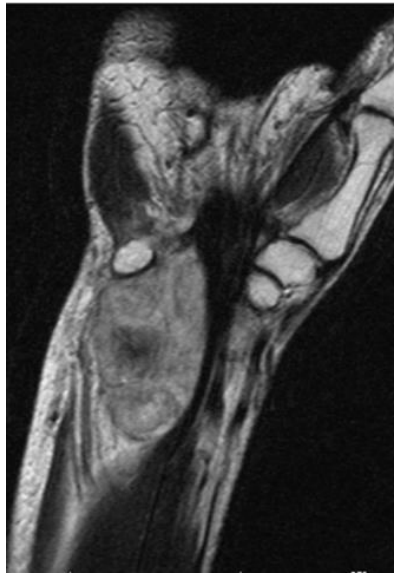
On a coronal T2-weighted MRI, the mass had heterogenous intermediate signal intensity. The low T2 signal intensity area within the central portion of the mass may be due to chondroid matrix with high collagen components
